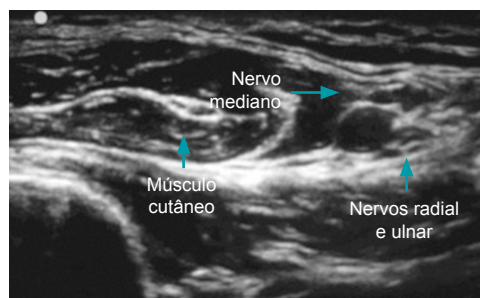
Bloqueio axilar: estruturas identificadas por ultrassonografia.
